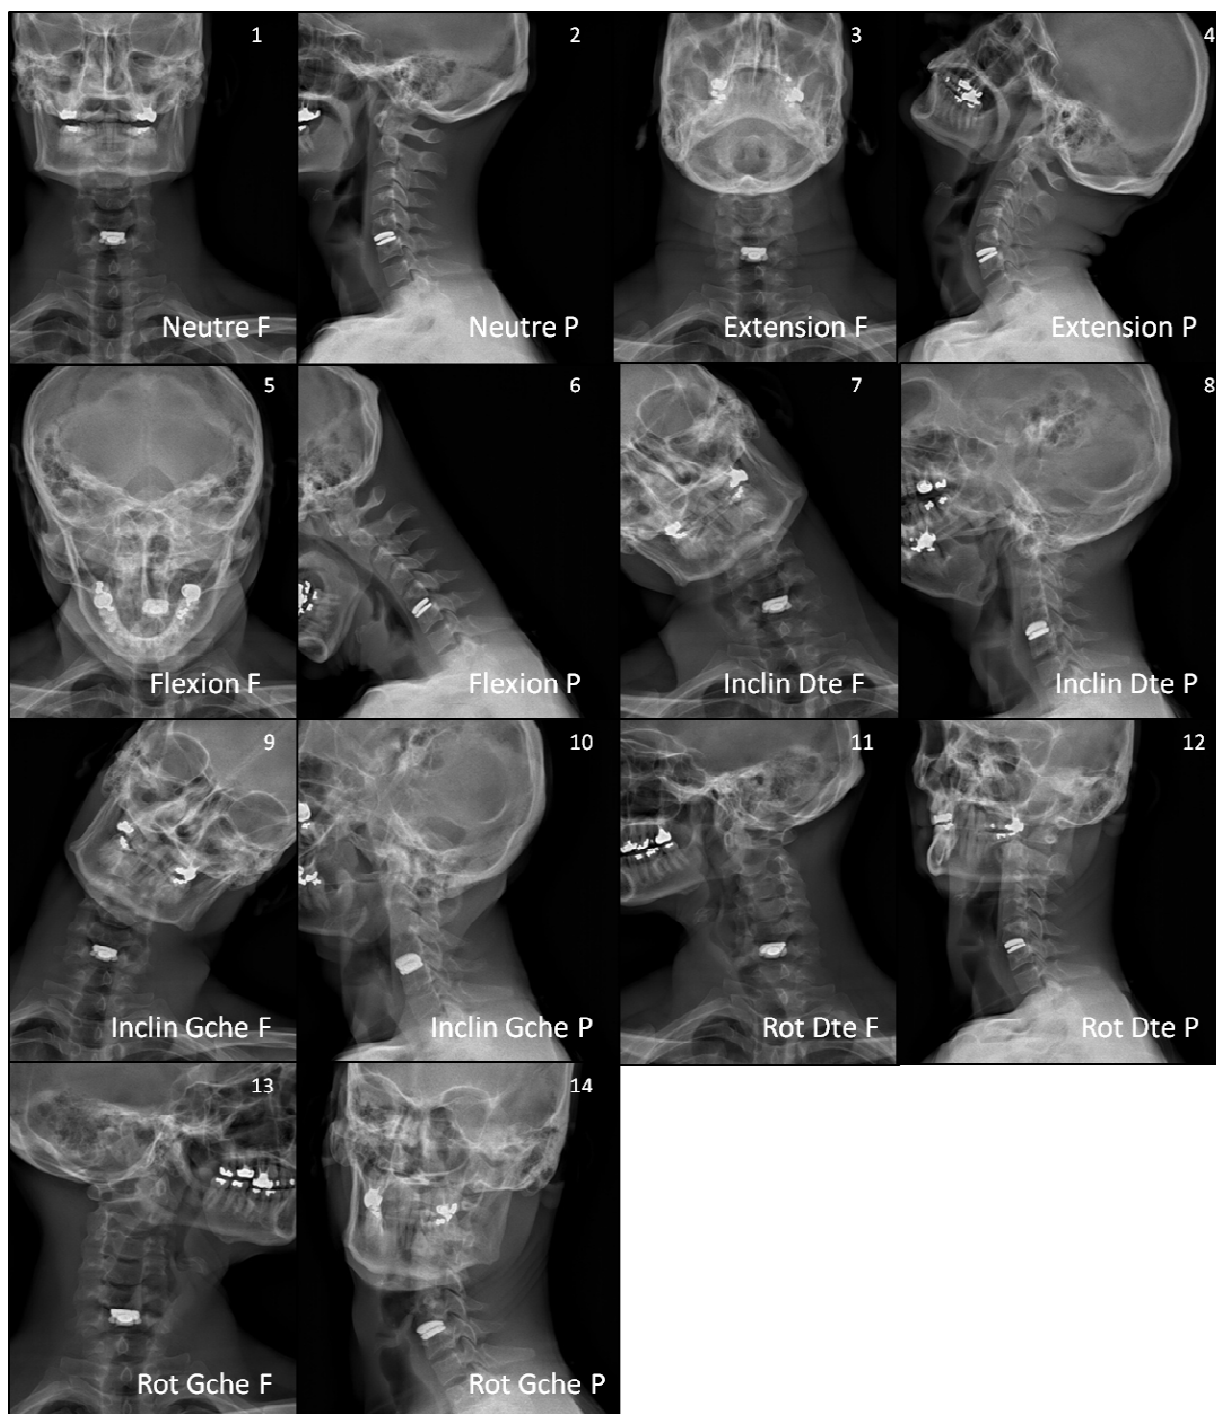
Clichés radiographiques réalisés dans 7 positions différentes de face et de profil au moyen du système EOS™.
